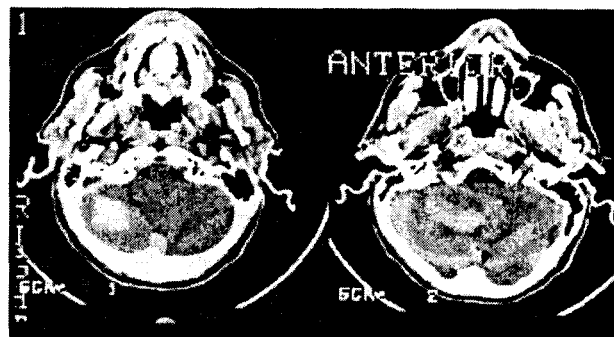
Imaginea CT a unei hemoragii în hemisferul cerebelos drept.
